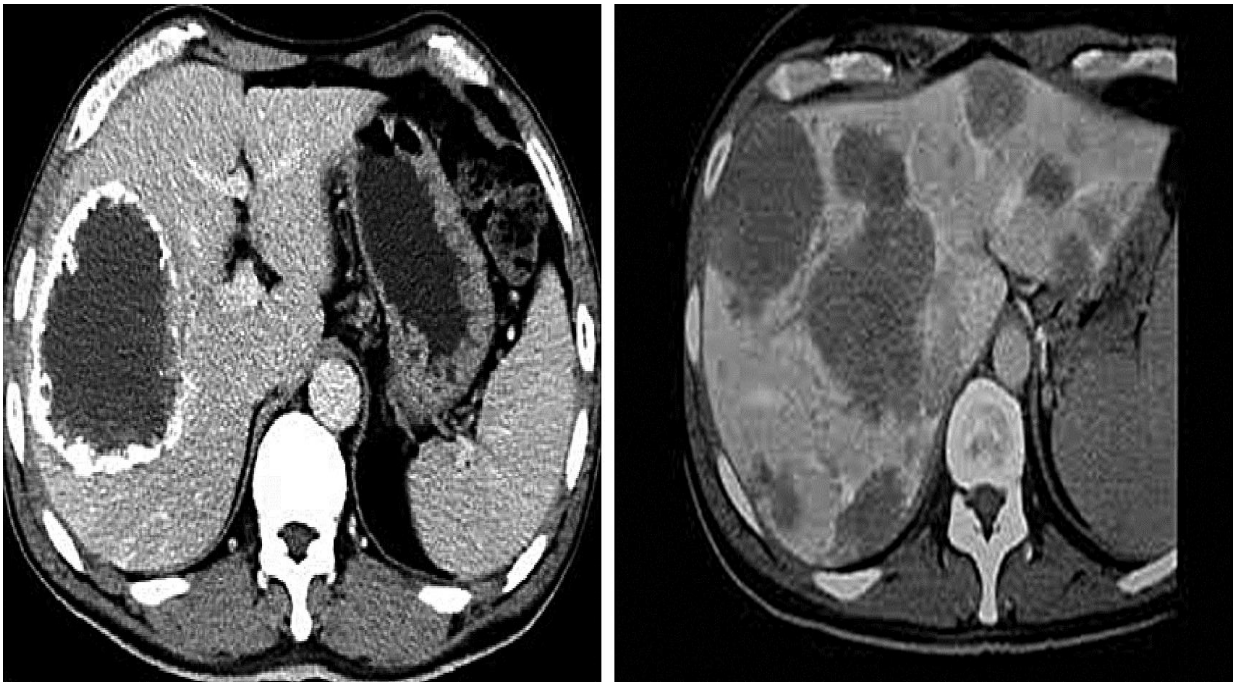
Ураження печінки злоякісною пухлиною. Візуалізація методом комп'ютерної томографії
